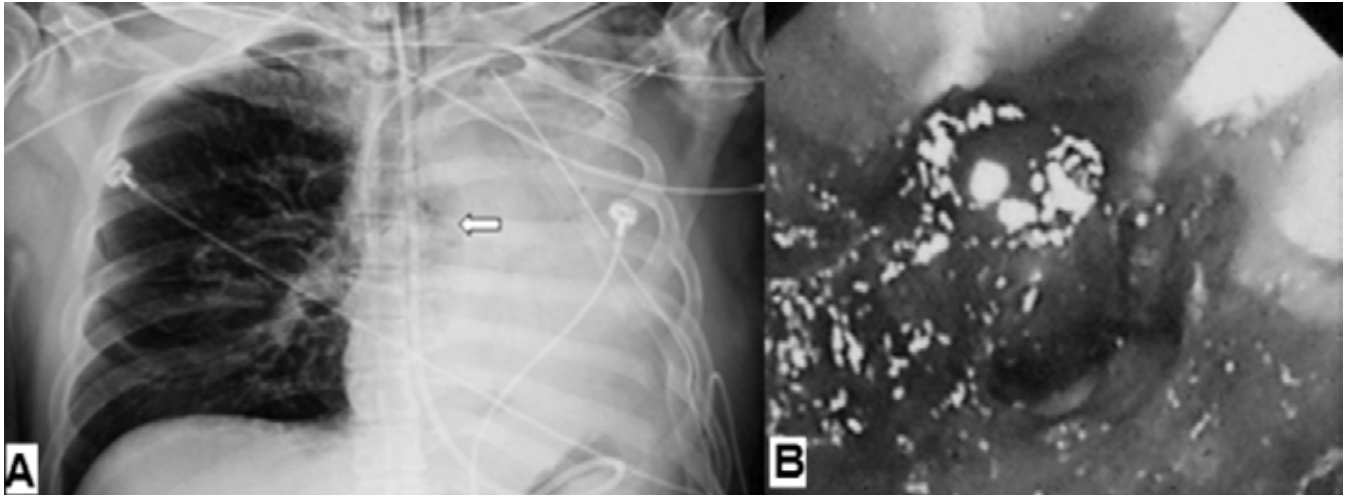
A. Radiografía anteroposterior de tórax en donde se observa opacidad del hemitórax izquierdo, con desplazamiento del mediastino, tráquea y silueta cardiaca a la izquierda. B. Imagen bronoscópica en donde se observa oclusión completa del bronquio izquierdo.
